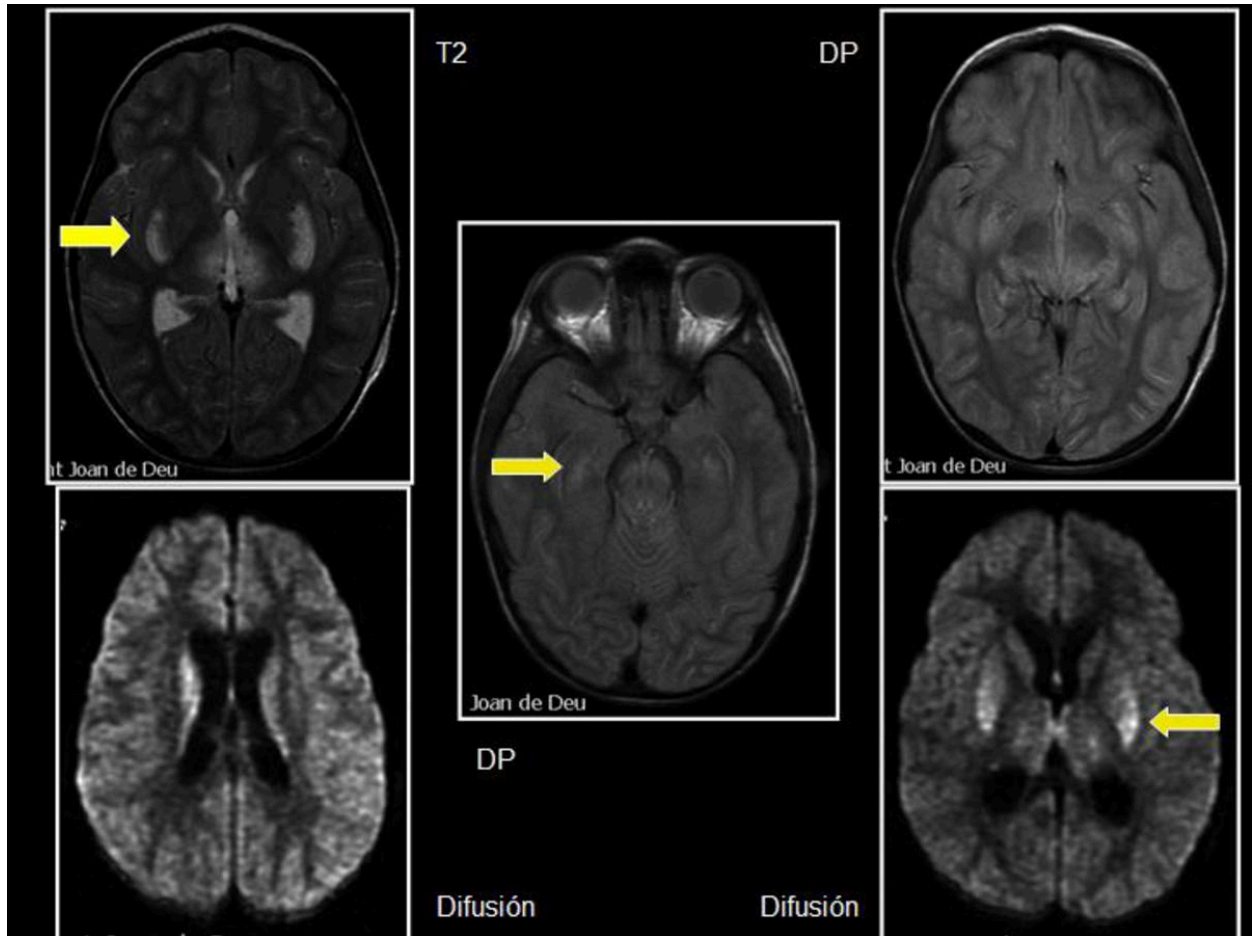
RM cerebral: Hiperintensidad en secuencias T2, DP y restricción en la difusión en los núcleos caudado, putámen, uncus temporal, mesencéfalo y tracto cortico-espinal.
